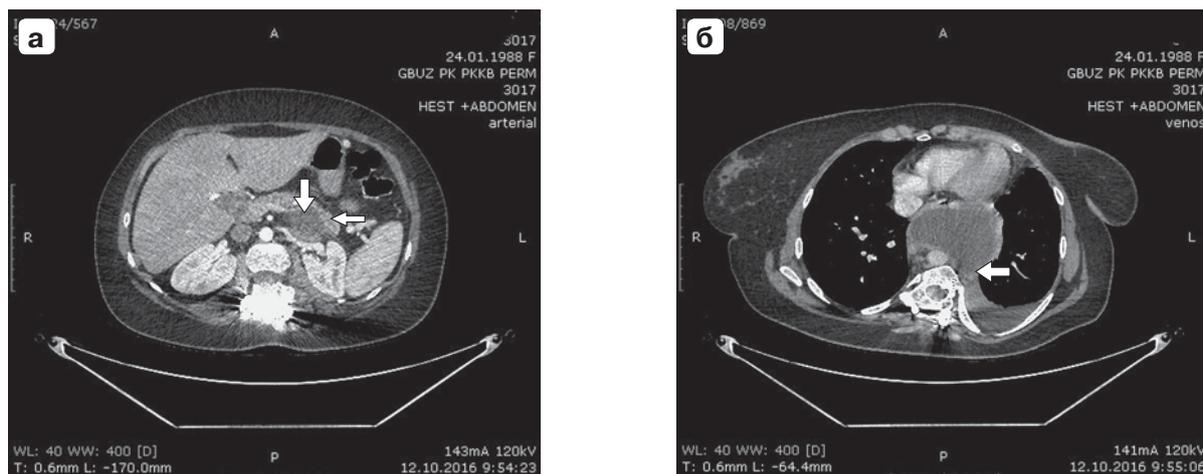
Компьютерная томограмма, артериальная фаза. Панкреонекроз, псевдокиста ПЖ, панкреатикоплевральный свищ: а – псевдокиста по задней поверхности тела и хвоста ПЖ 52 × 48 мм (указана стрелкой), ППЖ дистальнее псевдокисты в зоне хвоста расширен (указан тонкой стрелкой); б – распространение кисты задней поверхности ПЖ в заднее средостение, панкреатикоплевральный свищ слева (указан стрелкой).
